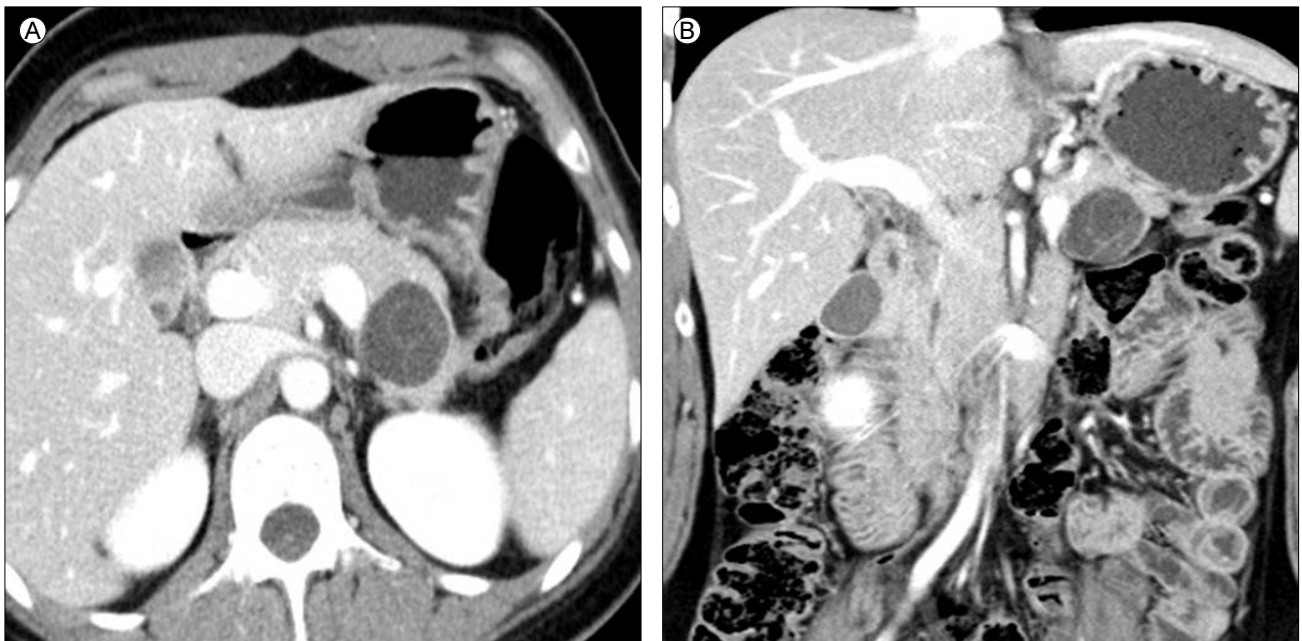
Mucinous cystic neoplasm of the pancreas with low grade dysplasia. Portal phase enhanced CT (A) shows a multiple septated well-defined cystic mass at pancreatic tail. Coronal reformatted CT scan (B) shows a well-circumscribed mass within multiple fine-septa which were well enhanced. This lesion was confined mucinous cystic neoplasm of the pancreas with low grade dysplasia after surgical resection.
